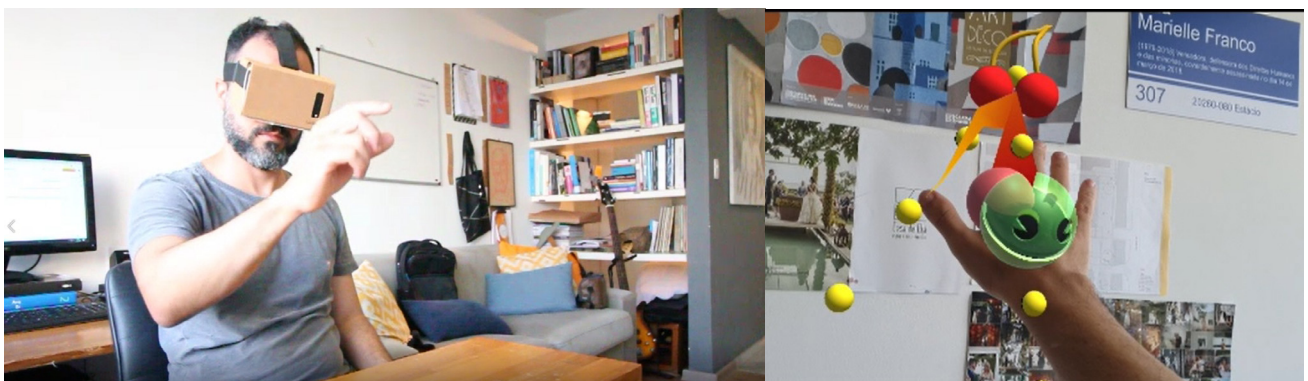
usuário utilizando o sistema de RM (Realidade Mista).
